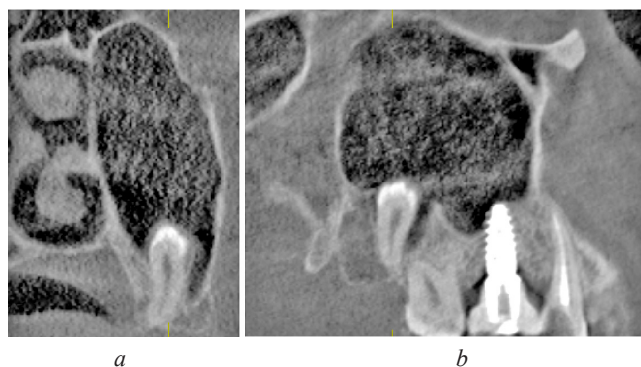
CBCT, coronal (a), and sagittal (b) images showing ectopic inverted tooth 2.8
